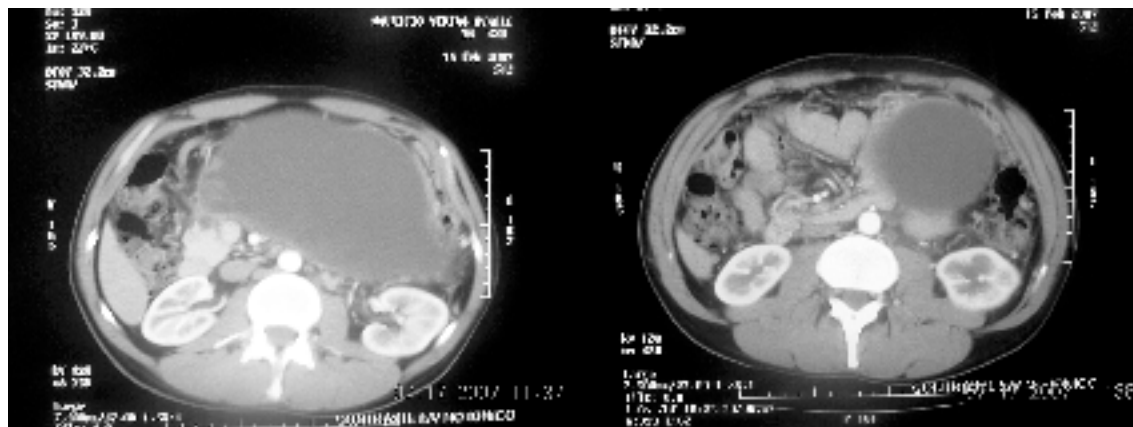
Tomografía computada de abdomen.
